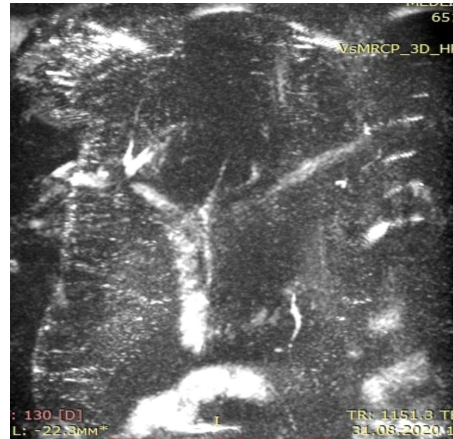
МРТ-ХГ. Перерыв общего печеночного протока чуть ниже конфлюенса на протяжении 3 мм
